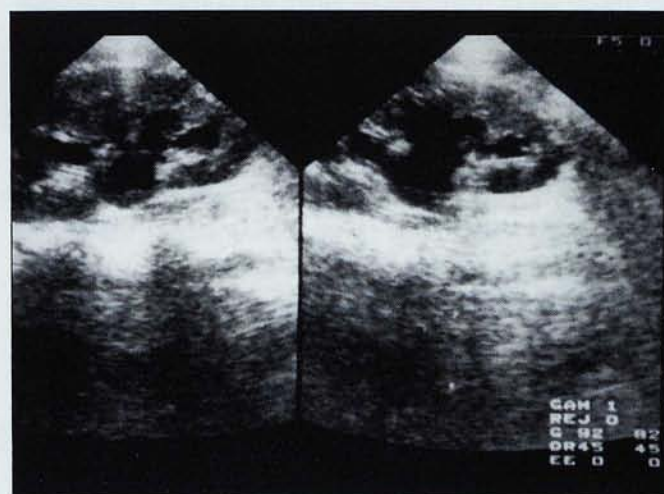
Ecografia renal: dilatació calicilar amb disminució del parènquima renal.
